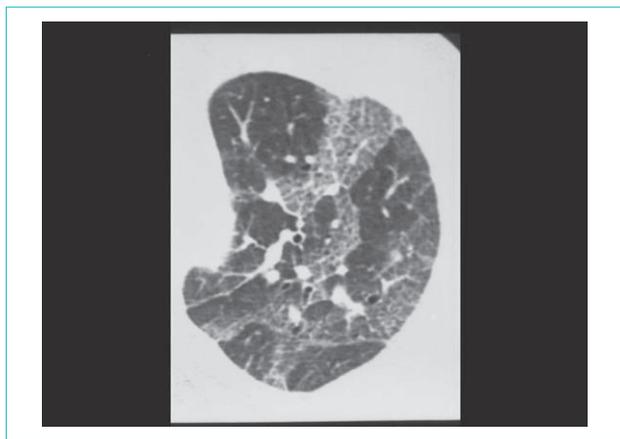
薬剤性肺炎（ゲムシタビン）の胸部 HRCT 像、crazy-paving pattern
